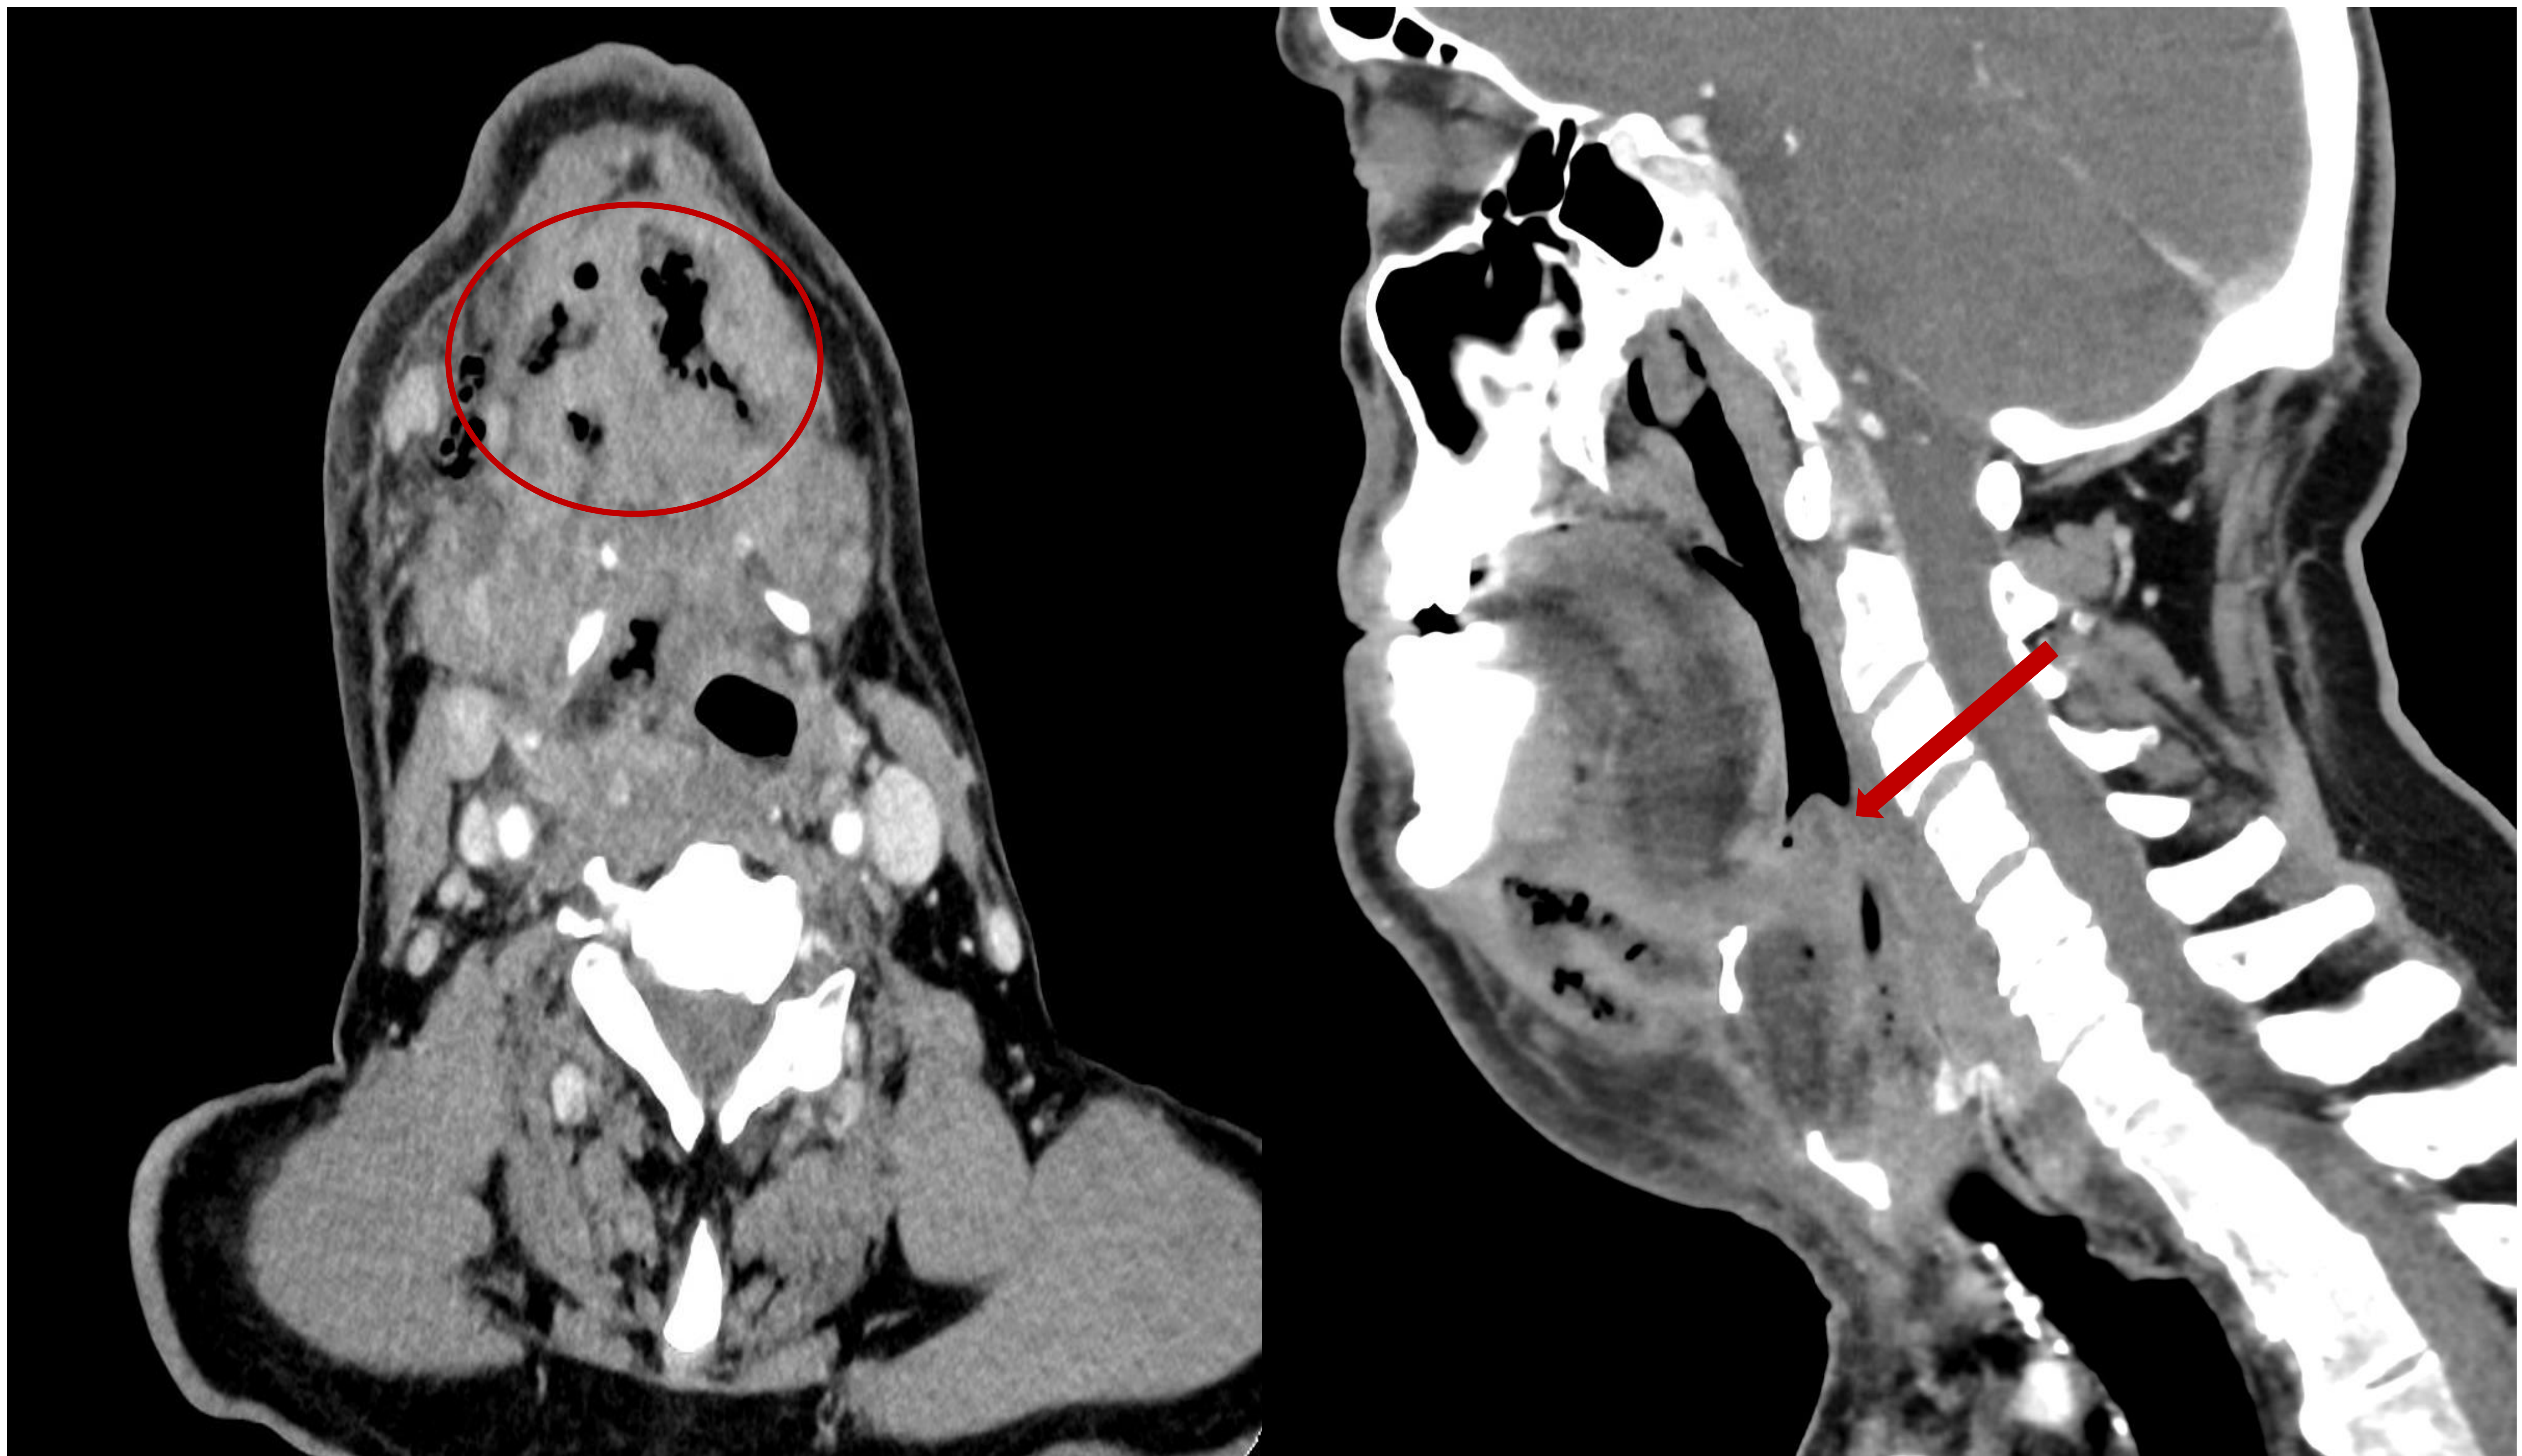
TC con civ axial (izquierda) y sagital (derecha). Se observan marcados cambios inflamatorios en espacios sublingual y submaxilar de ambos lados (círculo rojo) con burbujas de gas sin llegar a formar colecciones organizadas, hallazgos compatibles con angina de Ludwig. Nótese la importante inflamación de todo el suelo de la boca que se extiende a la epiglotis (flecha roja) que produce abombamiento de las paredes de oro e hipofaringe, estrechando la vía aérea con el potencial riesgo mortal que ello conlleva.
